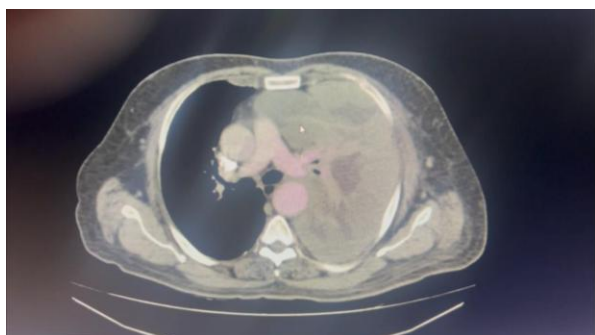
TC de tórax. Corte axial
